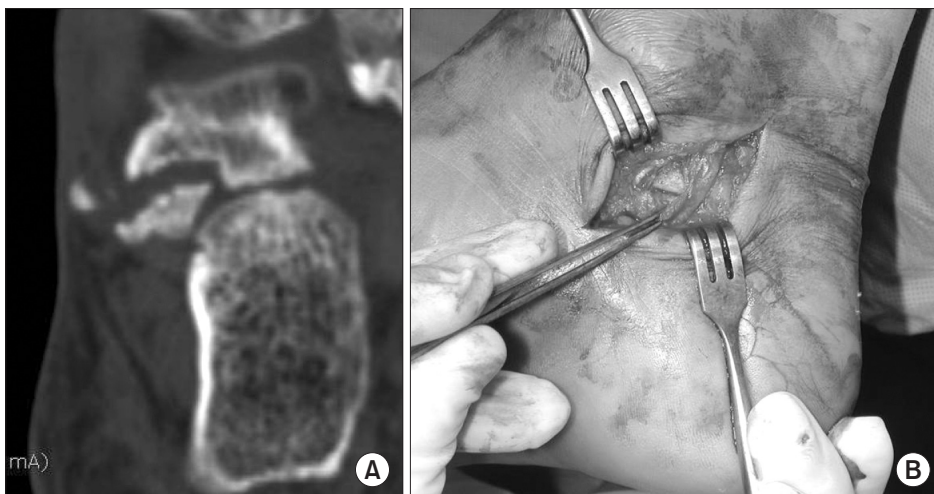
(A) Coronal computed tomography image of a 40-year-old male shows a large not-united posteromedial talar process fracture. (B) Intraoperative photograph shows close relationship of the talar nonunion fragment and tibial nerve within the tarsal tunnel.
